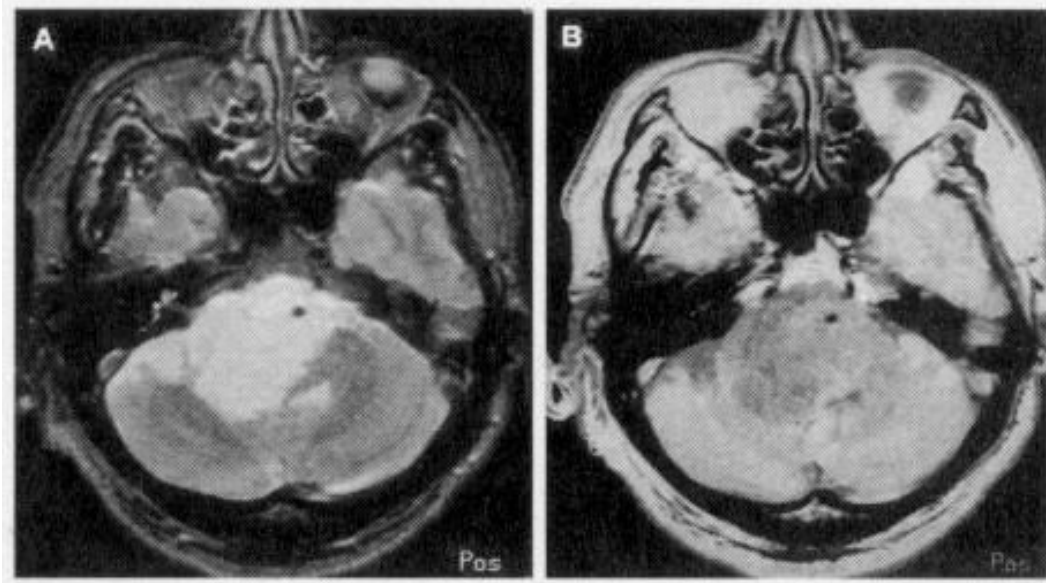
Aspect IRM d'un kyste épidermoïde du 4ème ventricule [165] :
